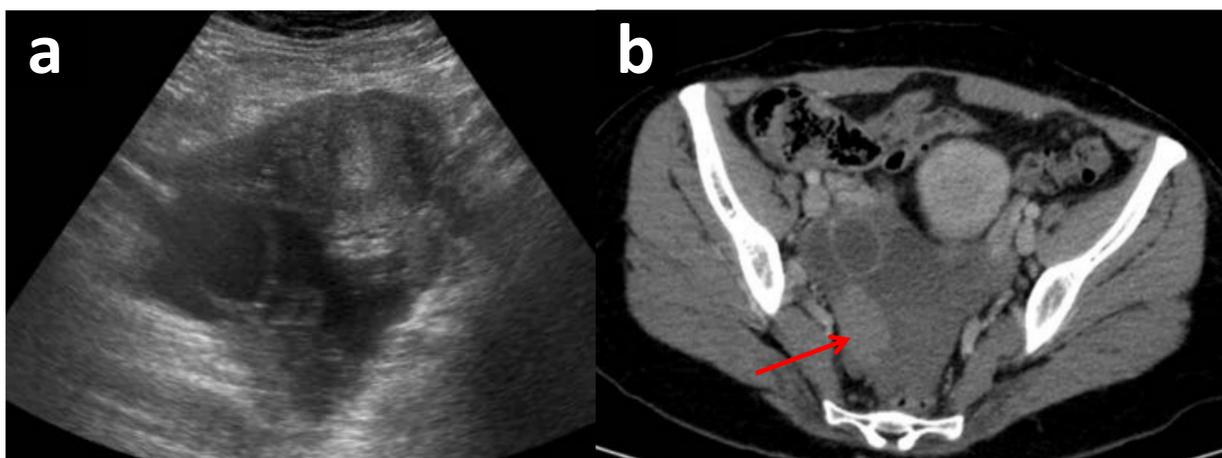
(a y b). Mujer de 25 años con enfermedad de von Willebrand tipo III y antecedente de hemoperitoneo por folículo hemorrágico, presenta dolor abdominal. La ecografía (a) pone de manifiesto la presencia de líquido libre pélvico y una formación quística anexial derecha. En TC con contraste iv. (b) se objetiva líquido de alta densidad en espacio de Douglas con la formación quística anexial derecha y el signo del coágulo centinela (flecha). Los hallazgos compatibles con cuerpo lúteo roto.
